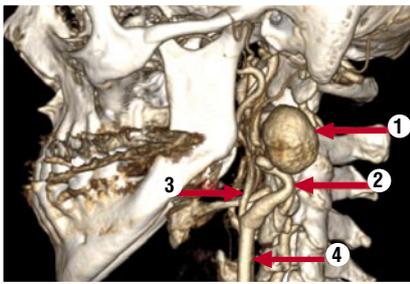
МСКТ с контрастированием экстракраниального отдела брахиоцефальных артерий. 1 – аневризма ВСА; 2 – ВСА; 3 – НСА; 4 – ОСА.
